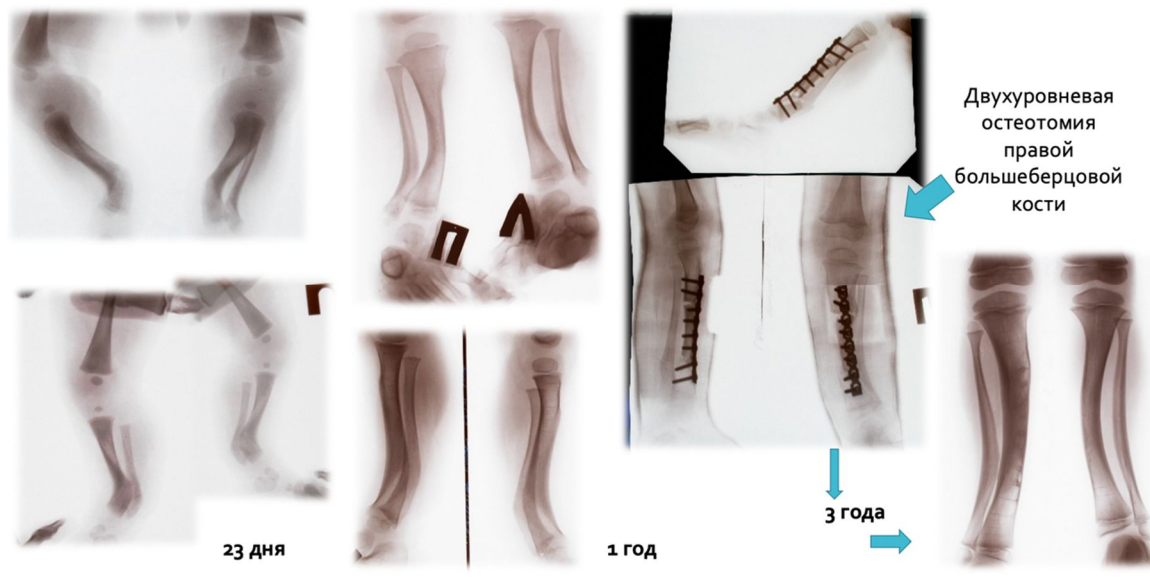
Рентгенограммы пациента Н., ранее выполненного оперативного лечения по месту жительства
